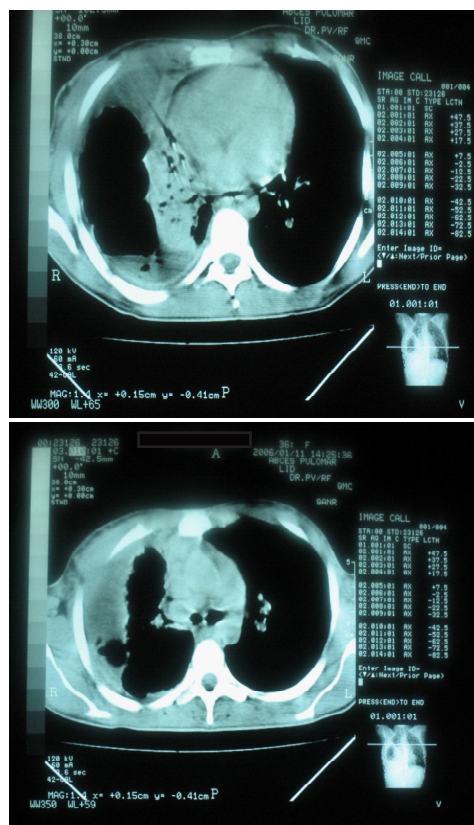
Aspect CT torace.
